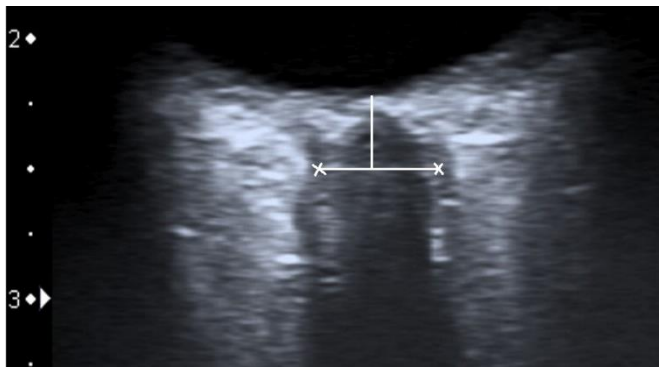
Hochauflösende B-Modus-Sonographie des Sehnervs³
